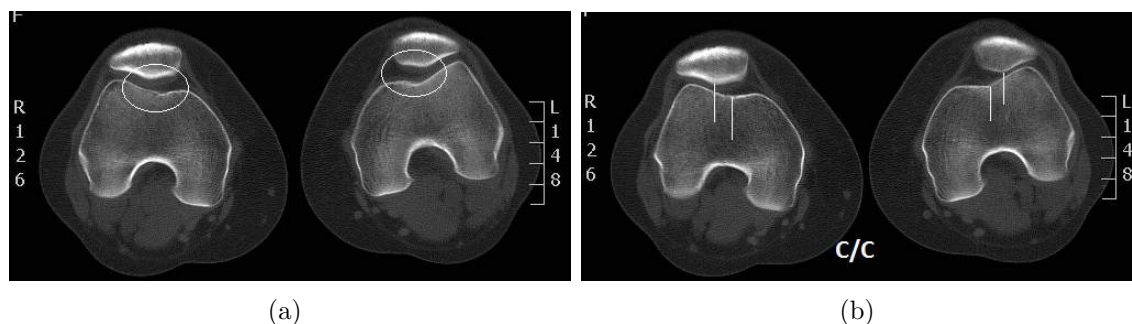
Efeito da contração do joelho na medição da subluxação, imagens TC do caso com ID3: (a) Joelho em extensão; (b) Joelho em contração.
